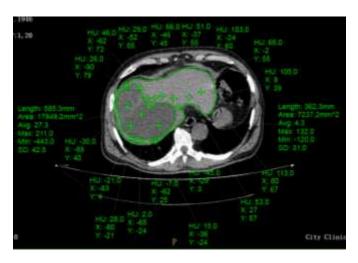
Компьютерно томографические характеристики эхинококковой кисты и ткани печени у пациента Э. 1976 г.р.
